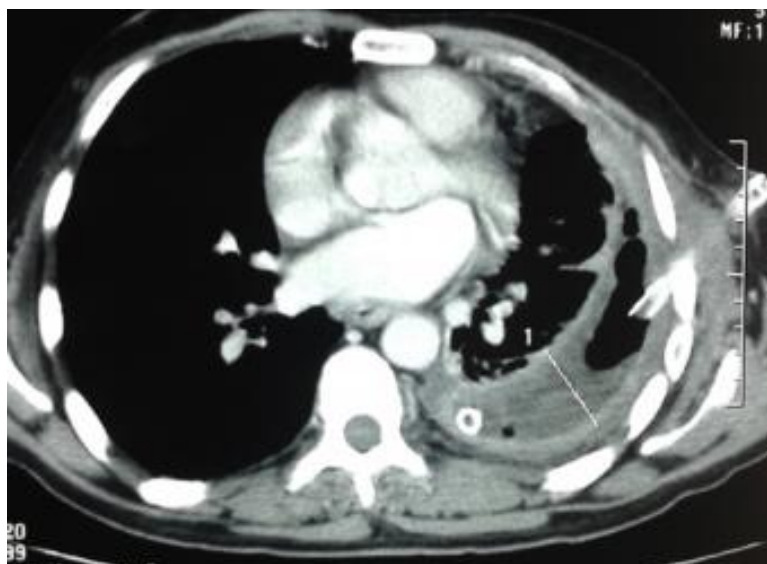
Tomodensitométrie (TDM) thoracique en coupe axiale montrant une poche pleurale gauche, drain en place. Noter la pachypleurite, la rétraction de l'hémithorax, la déformation des côtes et leurs symphyses ainsi que le poumon pathologique plaqué contre le médiastin [9].
